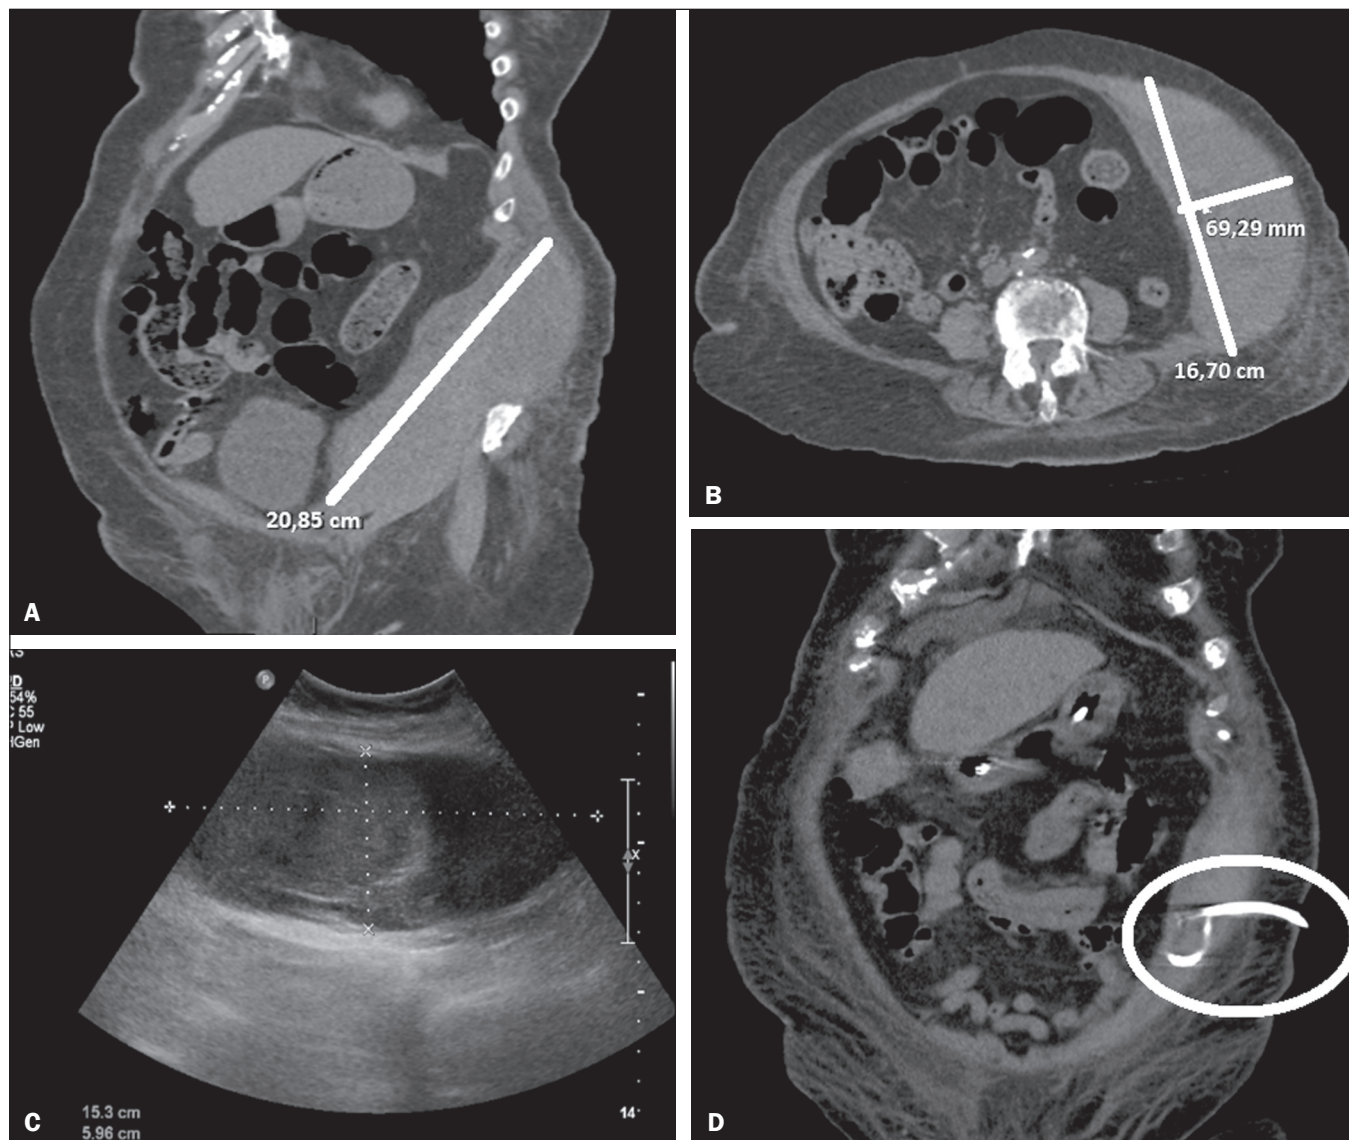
A,B: Tomografia computadorizada mostrando hematoma de parede abdominal. C: Ultrassonografia após a drenagem percutânea. D: Tomografia computadorizada após o término do ciclo de r-TPA mostrando resolução da coleção.
